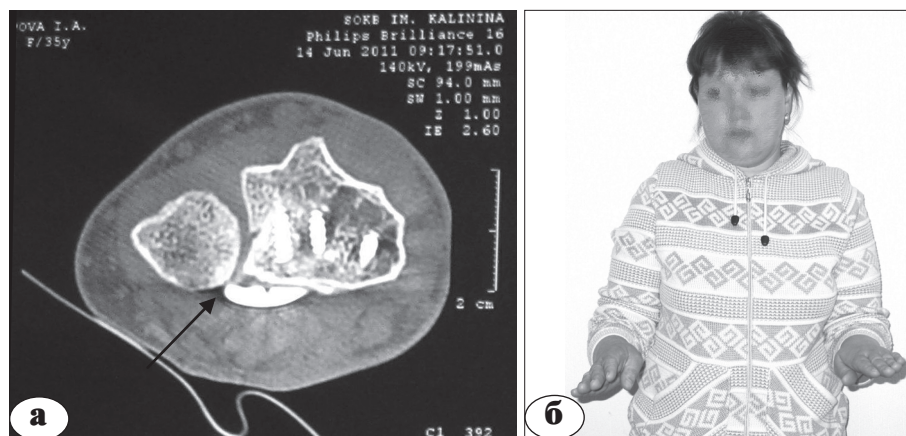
Компьютерная томограмма, аксиальный скан: выступающий за пределы лучевой кости медиальный край ладонной пластины (стрелка), блокирующий движения в дистальном лучелоктевом суставе у больной О., 34 лет (а); ограничение пронации правого предплечья у больной О. (б)
